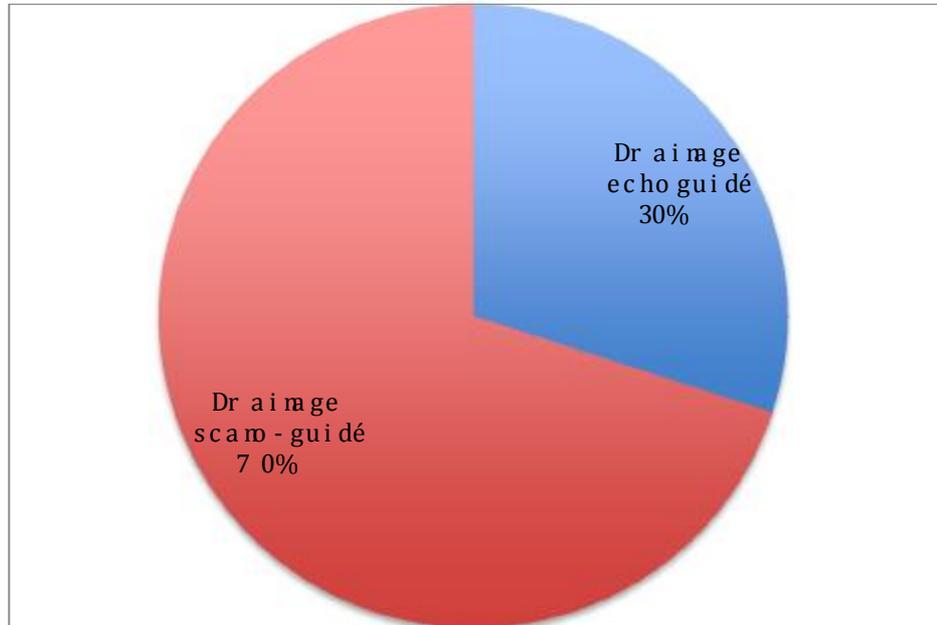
Réalisation du DPC sous guidage scannographique ou échographique.
